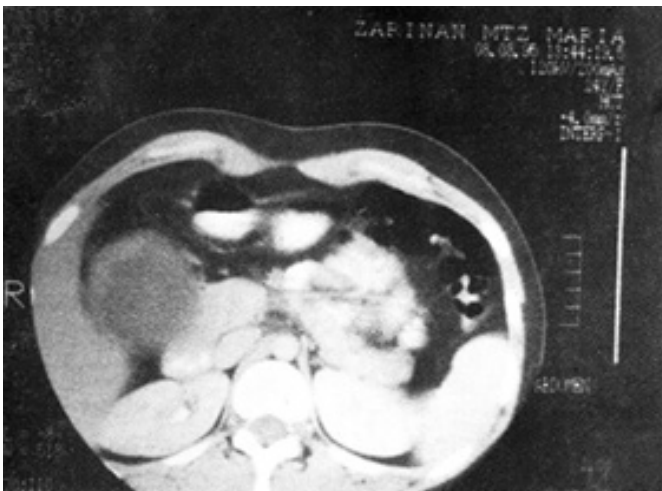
Tomografía computada de abdomen que muestra lesión hipodensa redondeada de aspecto quístico, con engrosamiento de la pared anterolateral, en topografía de cabeza de páncreas que mide aproximadamente 7 x 7 cm, sin modificaciones después de la administración de medio de contraste endovenoso.
